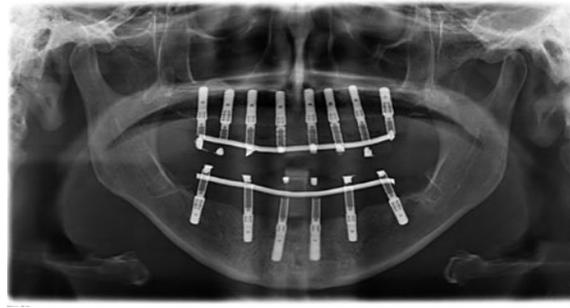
Ortopantomografia com próteses provisórias *in situ*.
